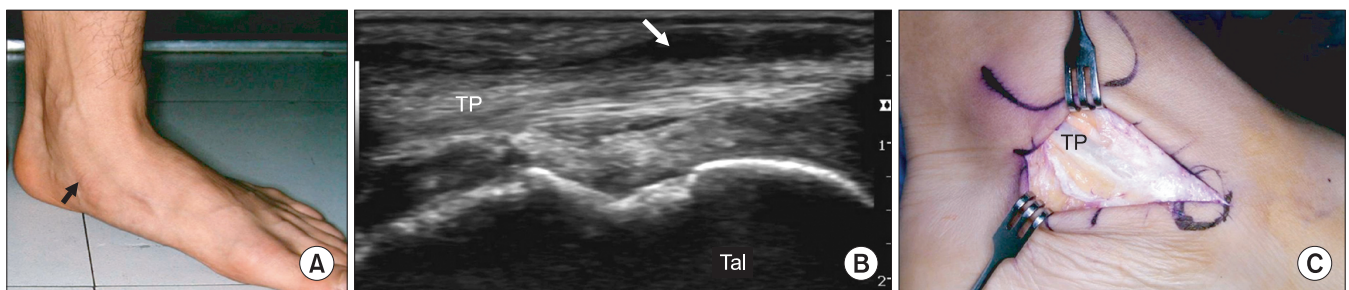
(A) The photograph of left foot showed swelling (black arrow) around the tibialis posterior tendon. (B) The ultrasonograph of left foot demonstrated mild thickening of the tendon with surrounding effusion (white arrow). (C) Under the diagnosis of stage 1 acquired adult flatfoot deformity or tibialis posterior tenosynovitis, a tenosynovectomy was performed. TP: tibialis posterior tendon, Tal: talus.
